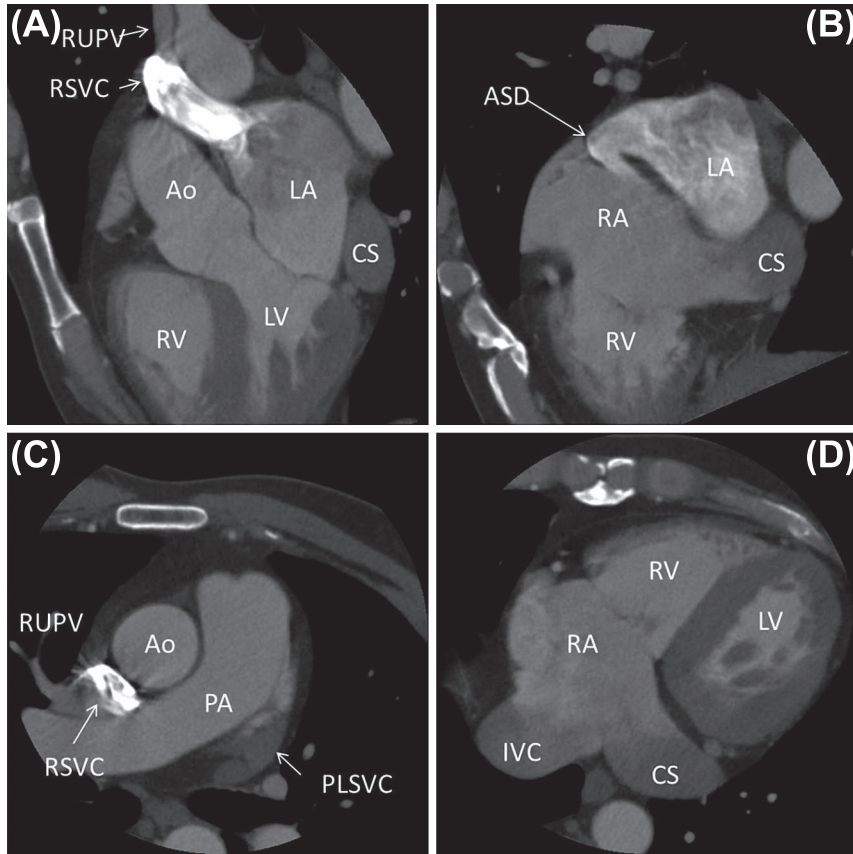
Cardiac contrast CT.
